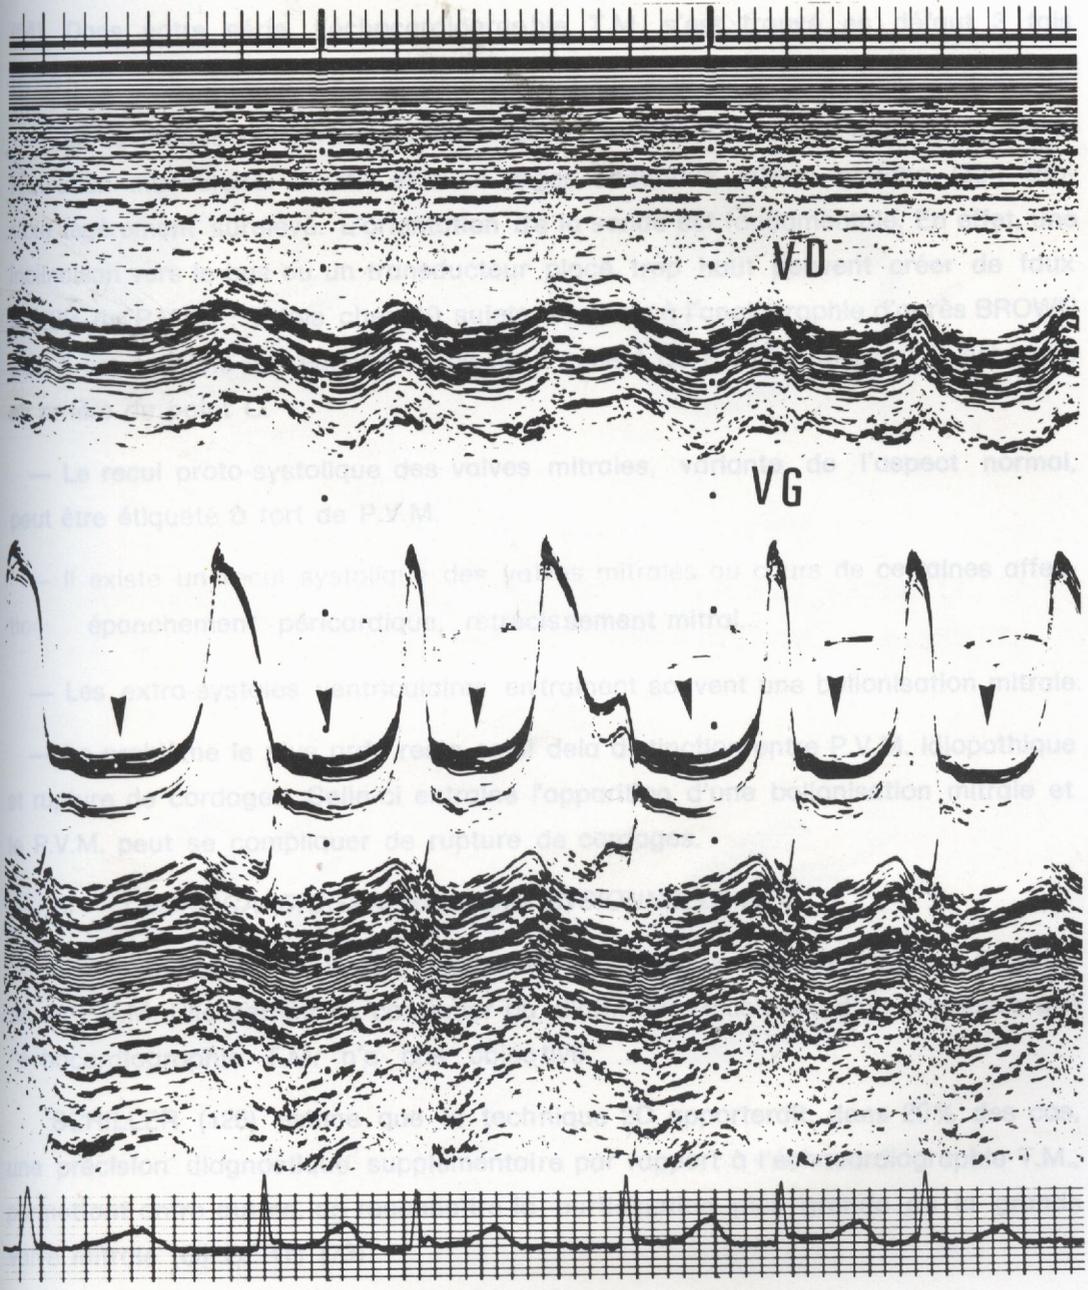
14 ASPECT DE BALLONISATION MITRALE SECONDAIRE A UN TROUBLE DU RYTHME AURICULAIRE.
